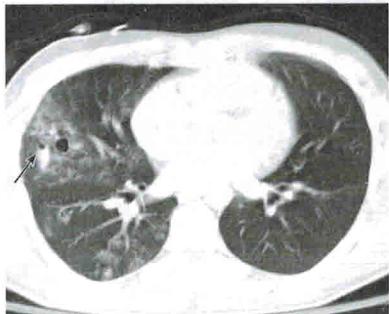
КТ грудной клетки при ушибе легких и посттравматических пневматоцеле. Отметьте, что некоторые пневматоцеле заполнены воздухом, а некоторые кровью с наличием уровня жидкости (стрелка). Также присутствуют правосторонний пневмоторакс и множественные переломы ребер (не показаны)
